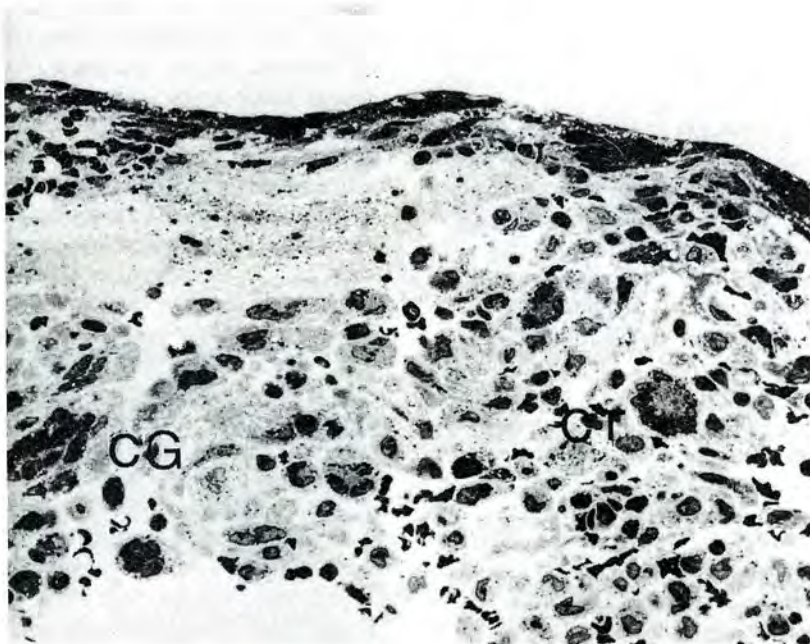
Fragmento iridiano con gran infiltración de histiocitos con diverso grado de vacuolización citoplasmática y abundantes células gigantes de tipo Touton (CT) y otras muy grandes multinucleadas y vacuoladas (CG).
